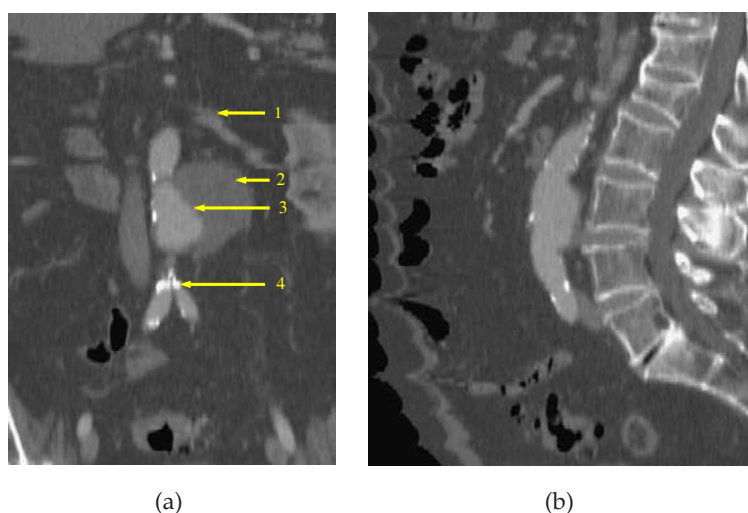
Reconstruction TDM d'une région avec un AAA. a) Plan frontal : les flèches indiquent (1) l'artère rénale gauche, (2) le thrombus (3) le chenal circulant et (4) des calcifications sur les artères iliaques. b) Plan sagittal.
